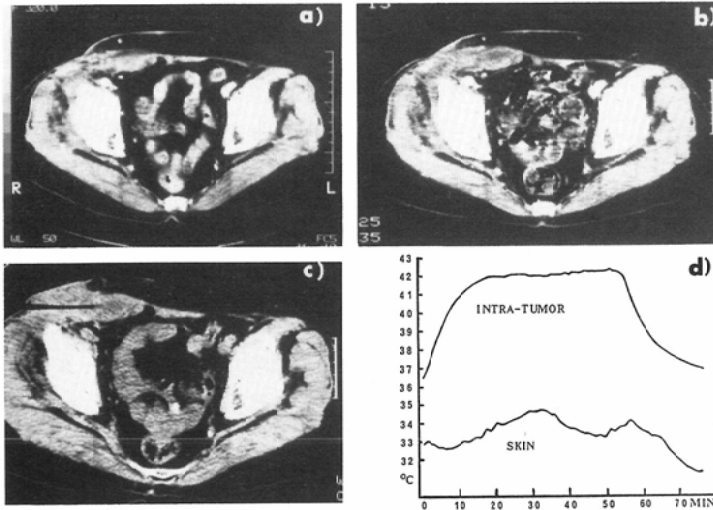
CT scans of a recurrent pelvic tumor. a) Before treatment. b) After treatment. Extended low density area shown. c) A cannula implanted in tumor. d) Time-temperature curves. Points measured 1cm away from the applicator in tumor and on skin.
